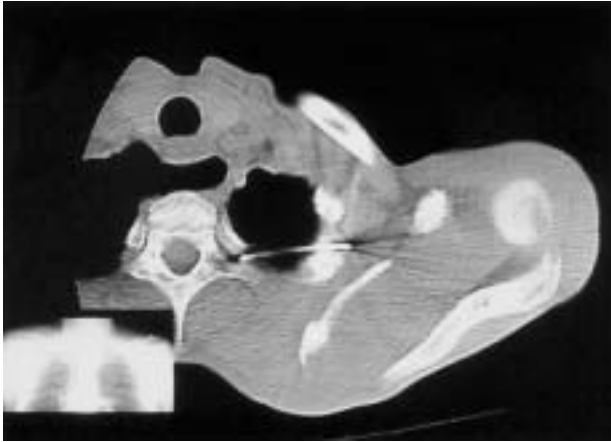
Imagen de tomografía axial computarizada (TAC) en corte axial que muestra la localización exacta de la aguja migrada. Obsérvese que la migración se encuentra limitada por el arco posterior de una vértebra torácica.
